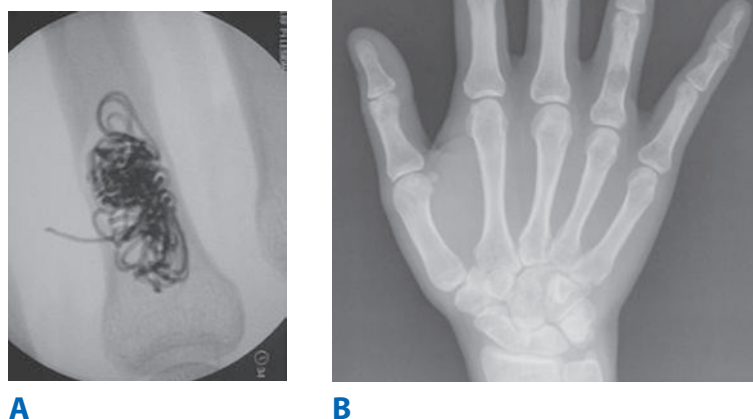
Encondromas. A. Radiografía de la falange en que se advierte una zona radiolúcida central perfectamente definida. La cortical que la rodea puede ser fina o gruesa. El adelgazamiento de la cortical contribuye al riesgo de fractura patológica. B. Fluoroscopia transoperatoria después del raspado del tumor. Se utiliza una franja radiopaca para llenar el defecto y así asegurar que no existe tumor residual antes de aplicar el injerto de hueso (tiene radiolucidez similar a la del defecto después del legrado).
